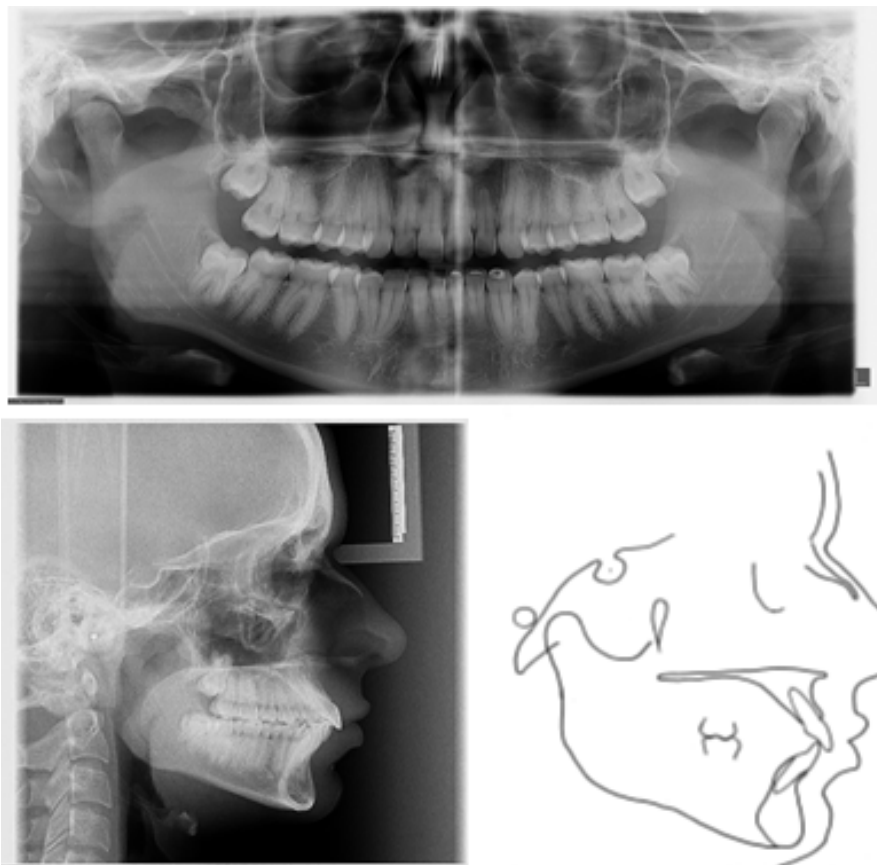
Radiografias panorâmica e telerradiografia finais
